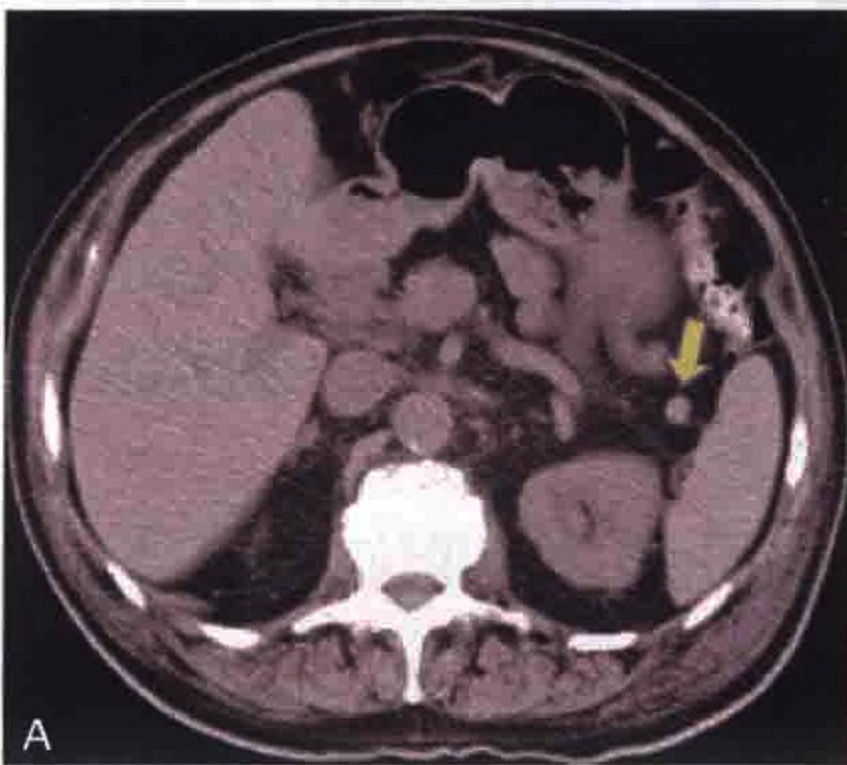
横轴位 CT 图像（A. 平扫；B. 增强）示可能被误认为淋巴结的副脾（箭）
